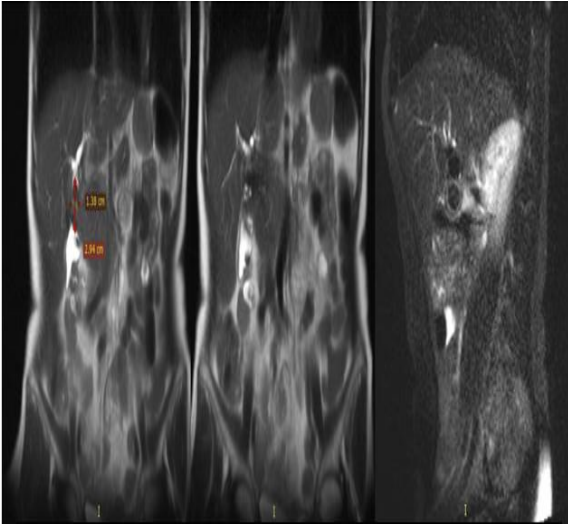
Colangiografía por resonancia magnética donde se evidencia presencia de cálculos obstruyendo la vía biliar.
